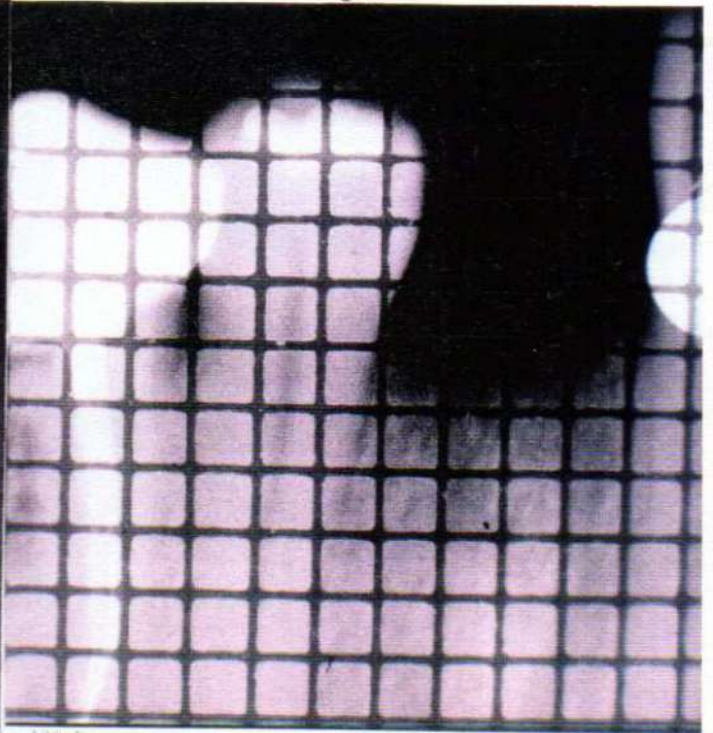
Caso Clínico No. 6. Radiografía periapical de control a los 180 días.
